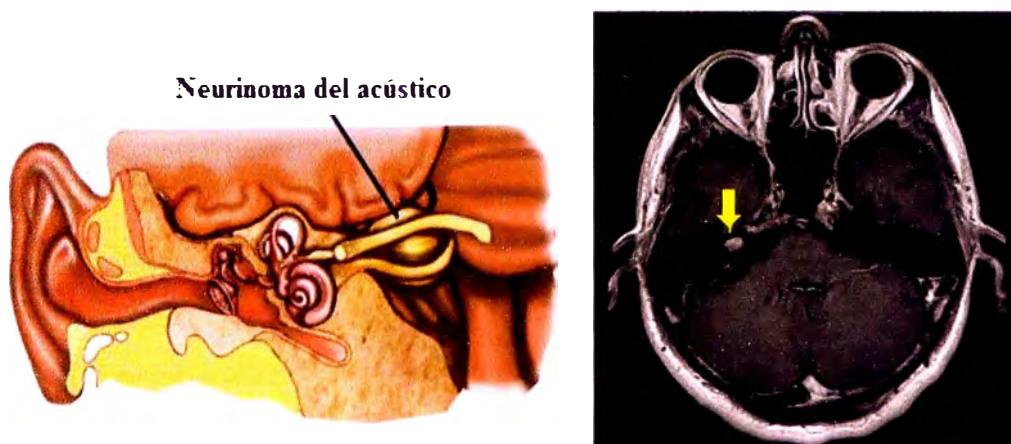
A la izquierda una imagen ilustrativa del neurinoma del acústico [58] y a la derecha una imagen de RM con contraste, que es la prueba diagnóstica de elección [59].
